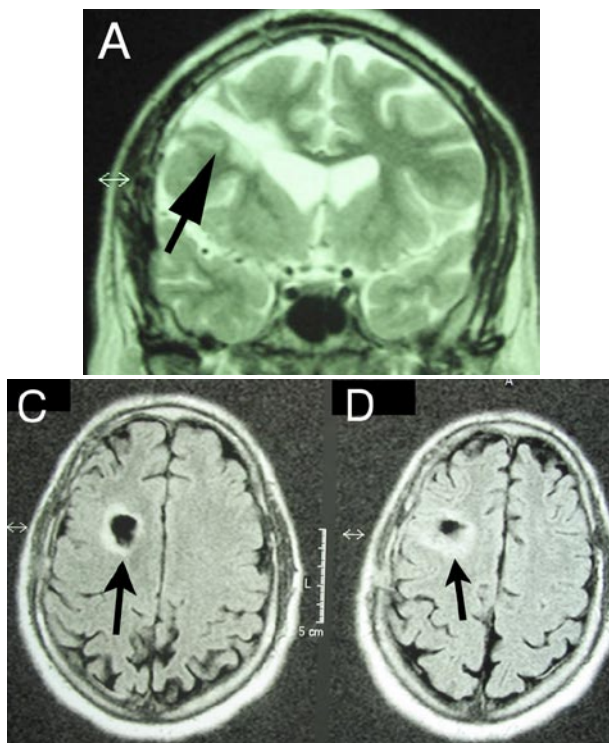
RM cerebrale di AA 50 giorni dopo l'intervento: immagini pesate in T2 coronali (A) e assiali (C e D) che mostrano una lesione discreta nel giro frontale medio e nella sostanza bianca del centro semiovale e della corona radiata di destra.
